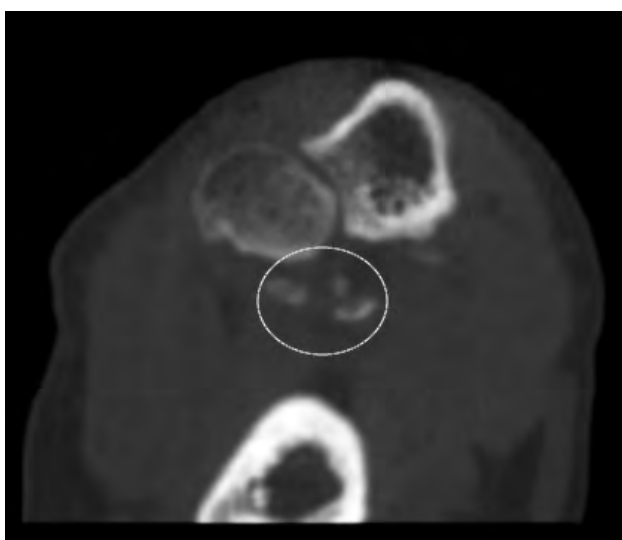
Cossos lliures. Imatge de TAC (cercle blanc).
